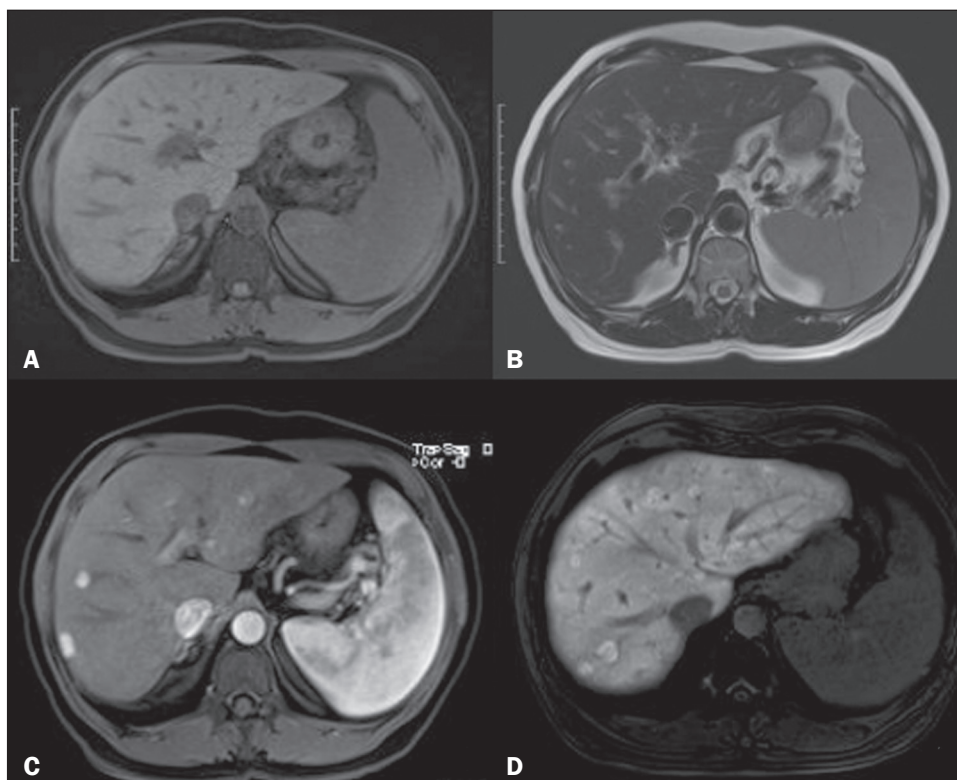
Imagens de ressonância magnética nas ponderações T1 com supressão de gordura pré-contraste (A), T2 (B), T1 pós-contraste na fase arterial (C) e na fase hepatobiliar (D) mostrando discreta esplenomegalia e nódulos hepáticos com isossinal em T1 e T2, realce arterial pós-contraste e com realce persistente na fase hepatobiliar, sugerindo lesões tipo HNF-like. Notam-se ainda outras áreas nodulares com captação na fase hepatobiliar, também sugerindo lesões benignas.
